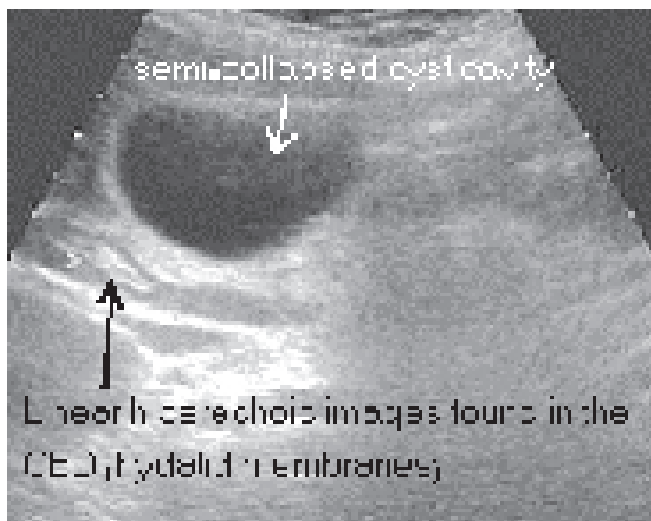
Ultrasonography with linear hyperechoic images found in the CBD and are expression of hydatid membranes.
